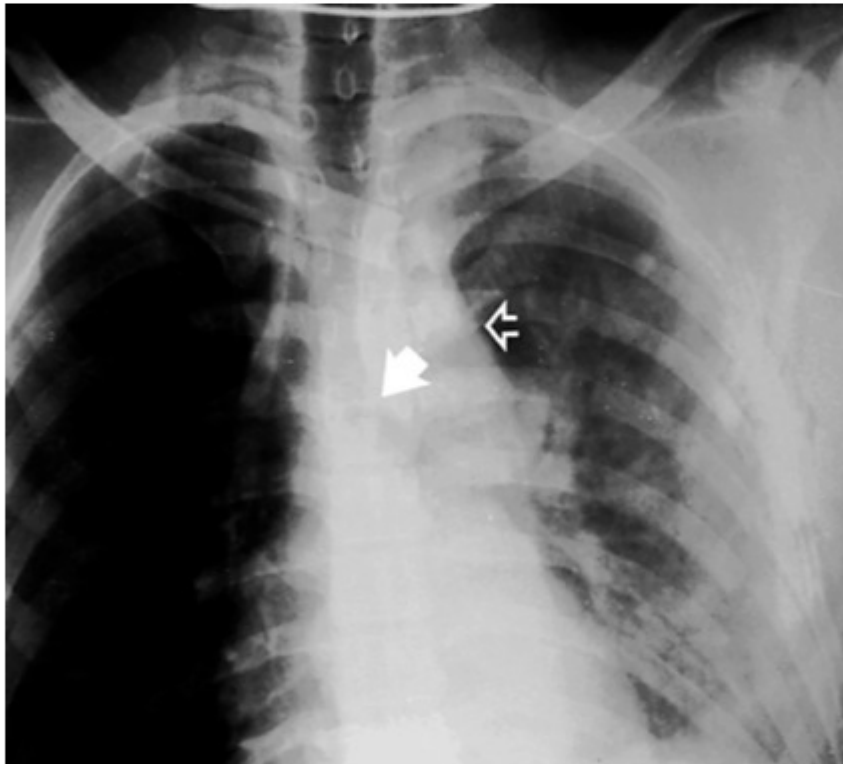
Ruptura traumática da aorta. Alargamento do mediastino (*seta aberta*) na radiografia de tórax do paciente que sofreu traumatismo contuso da aorta descendente. O brônquio principal esquerdo está deprimido (*seta cheia*). (Reproduzida, com permissão, de Mattox KL, Feliciano DV, Moore E. Trauma. 4th ed. New York, NY: McGraw-Hill; 2000:562.)
